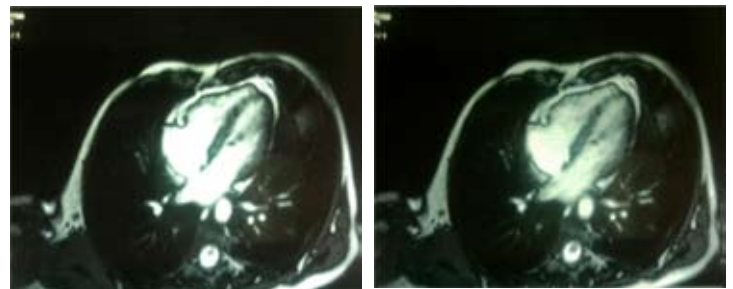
Images d'IRM cardiaque coupe quatre cavités de notre patiente montrant le rhabdomyome interventriculaire (17/04 mm).
